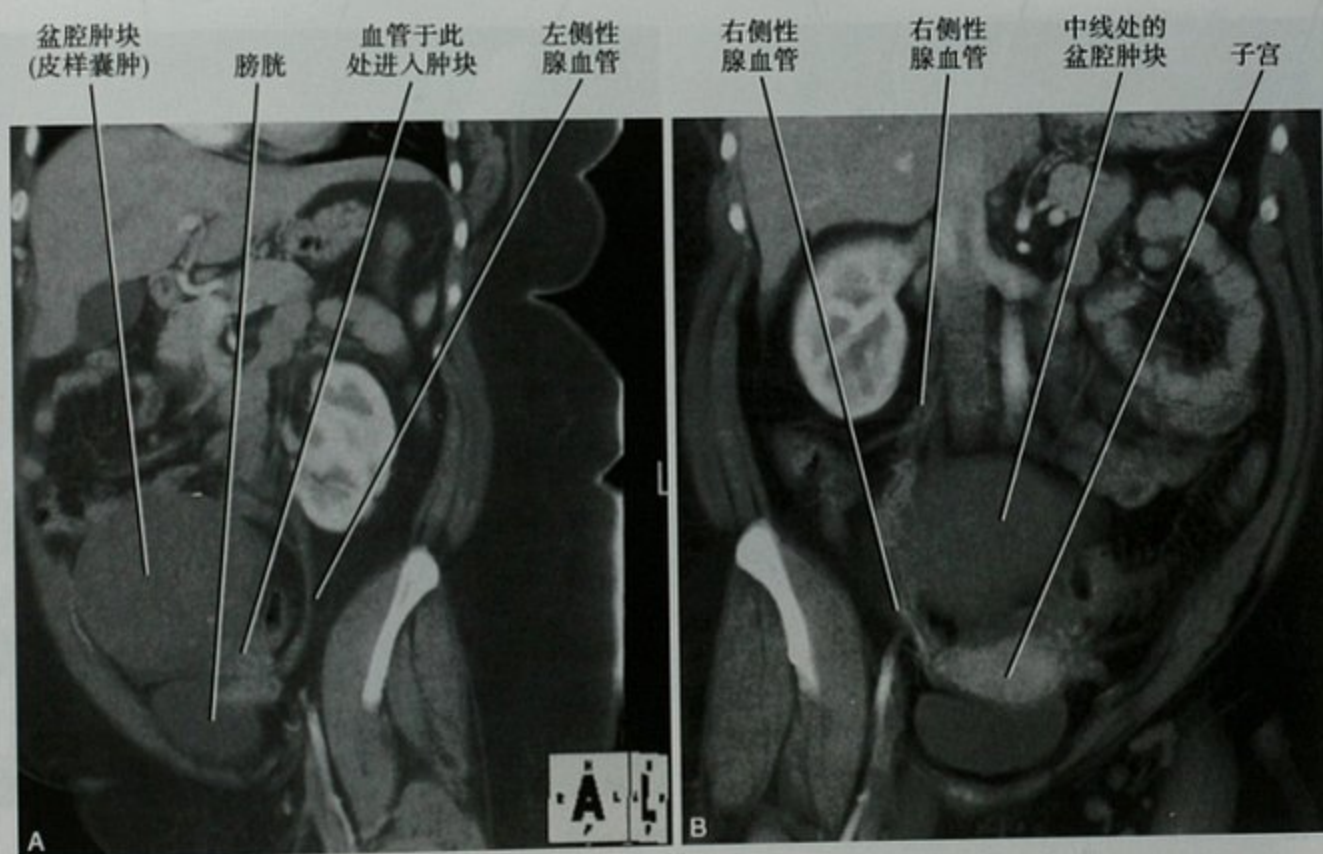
A. 增强 CT 斜矢状位重建图像显示左侧性腺血管为一个巨大的盆腔皮样囊肿供血; B. 同一患者增强 CT 的冠状位重建图像显示右侧性腺血管绕过中线处的盆腔肿块(皮样囊肿)
